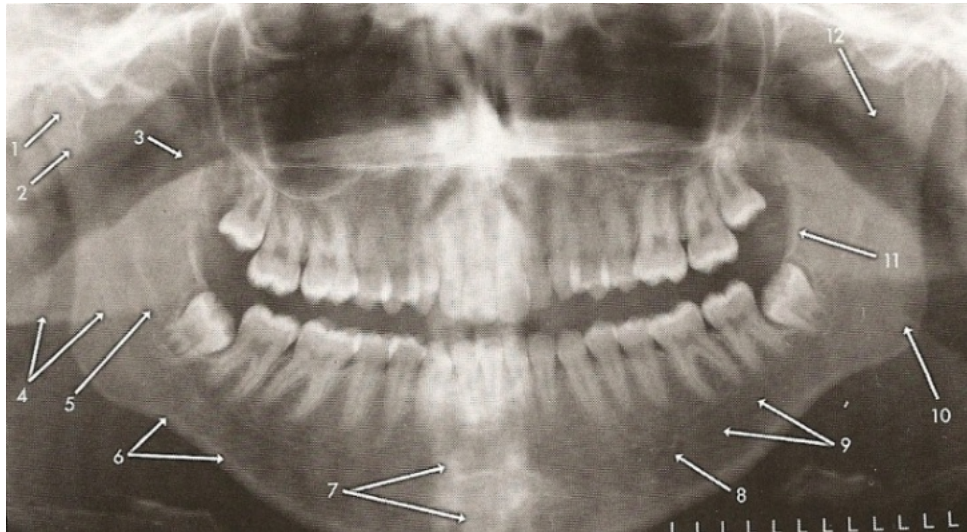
Estruturas anatômicas da mandíbula visíveis na ortopantomografia.
